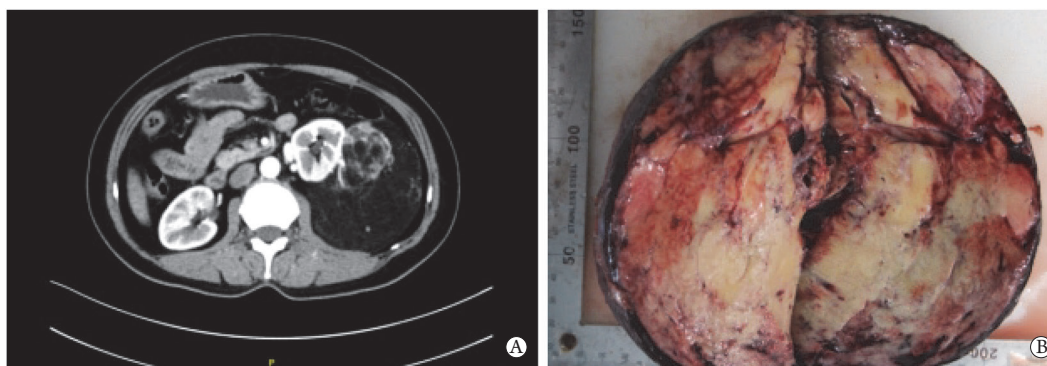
AML术前腹盆部CT增强扫描及术后大体标本
